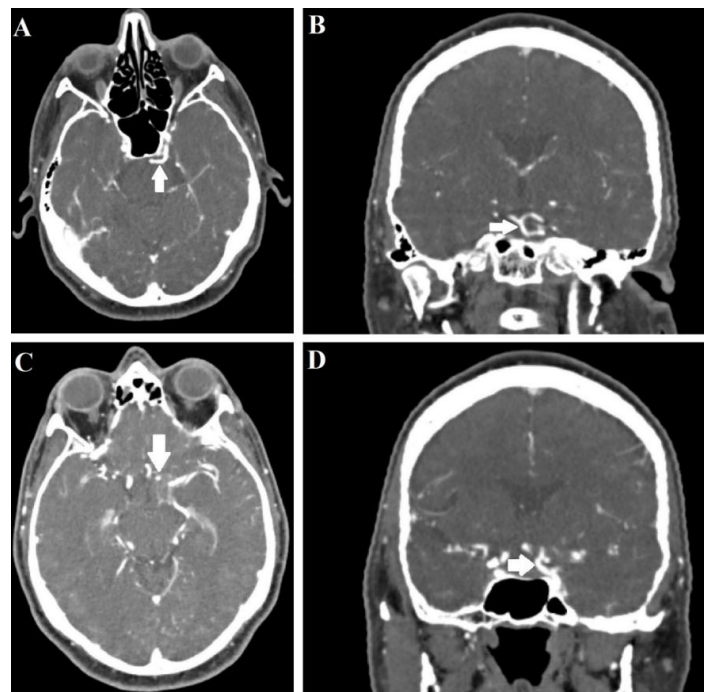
Angiotomografia computadorizada no corte axial em A e no corte coronal em B demonstrando artéria trigeminal esquerda tipo 1 de Saltzman (seta branca). Em C angiotomografia computadorizada no corte axial e em D no corte coronal demonstrando com aneurisma do segmento C7 da artéria carótida esquerda (seta branca).
